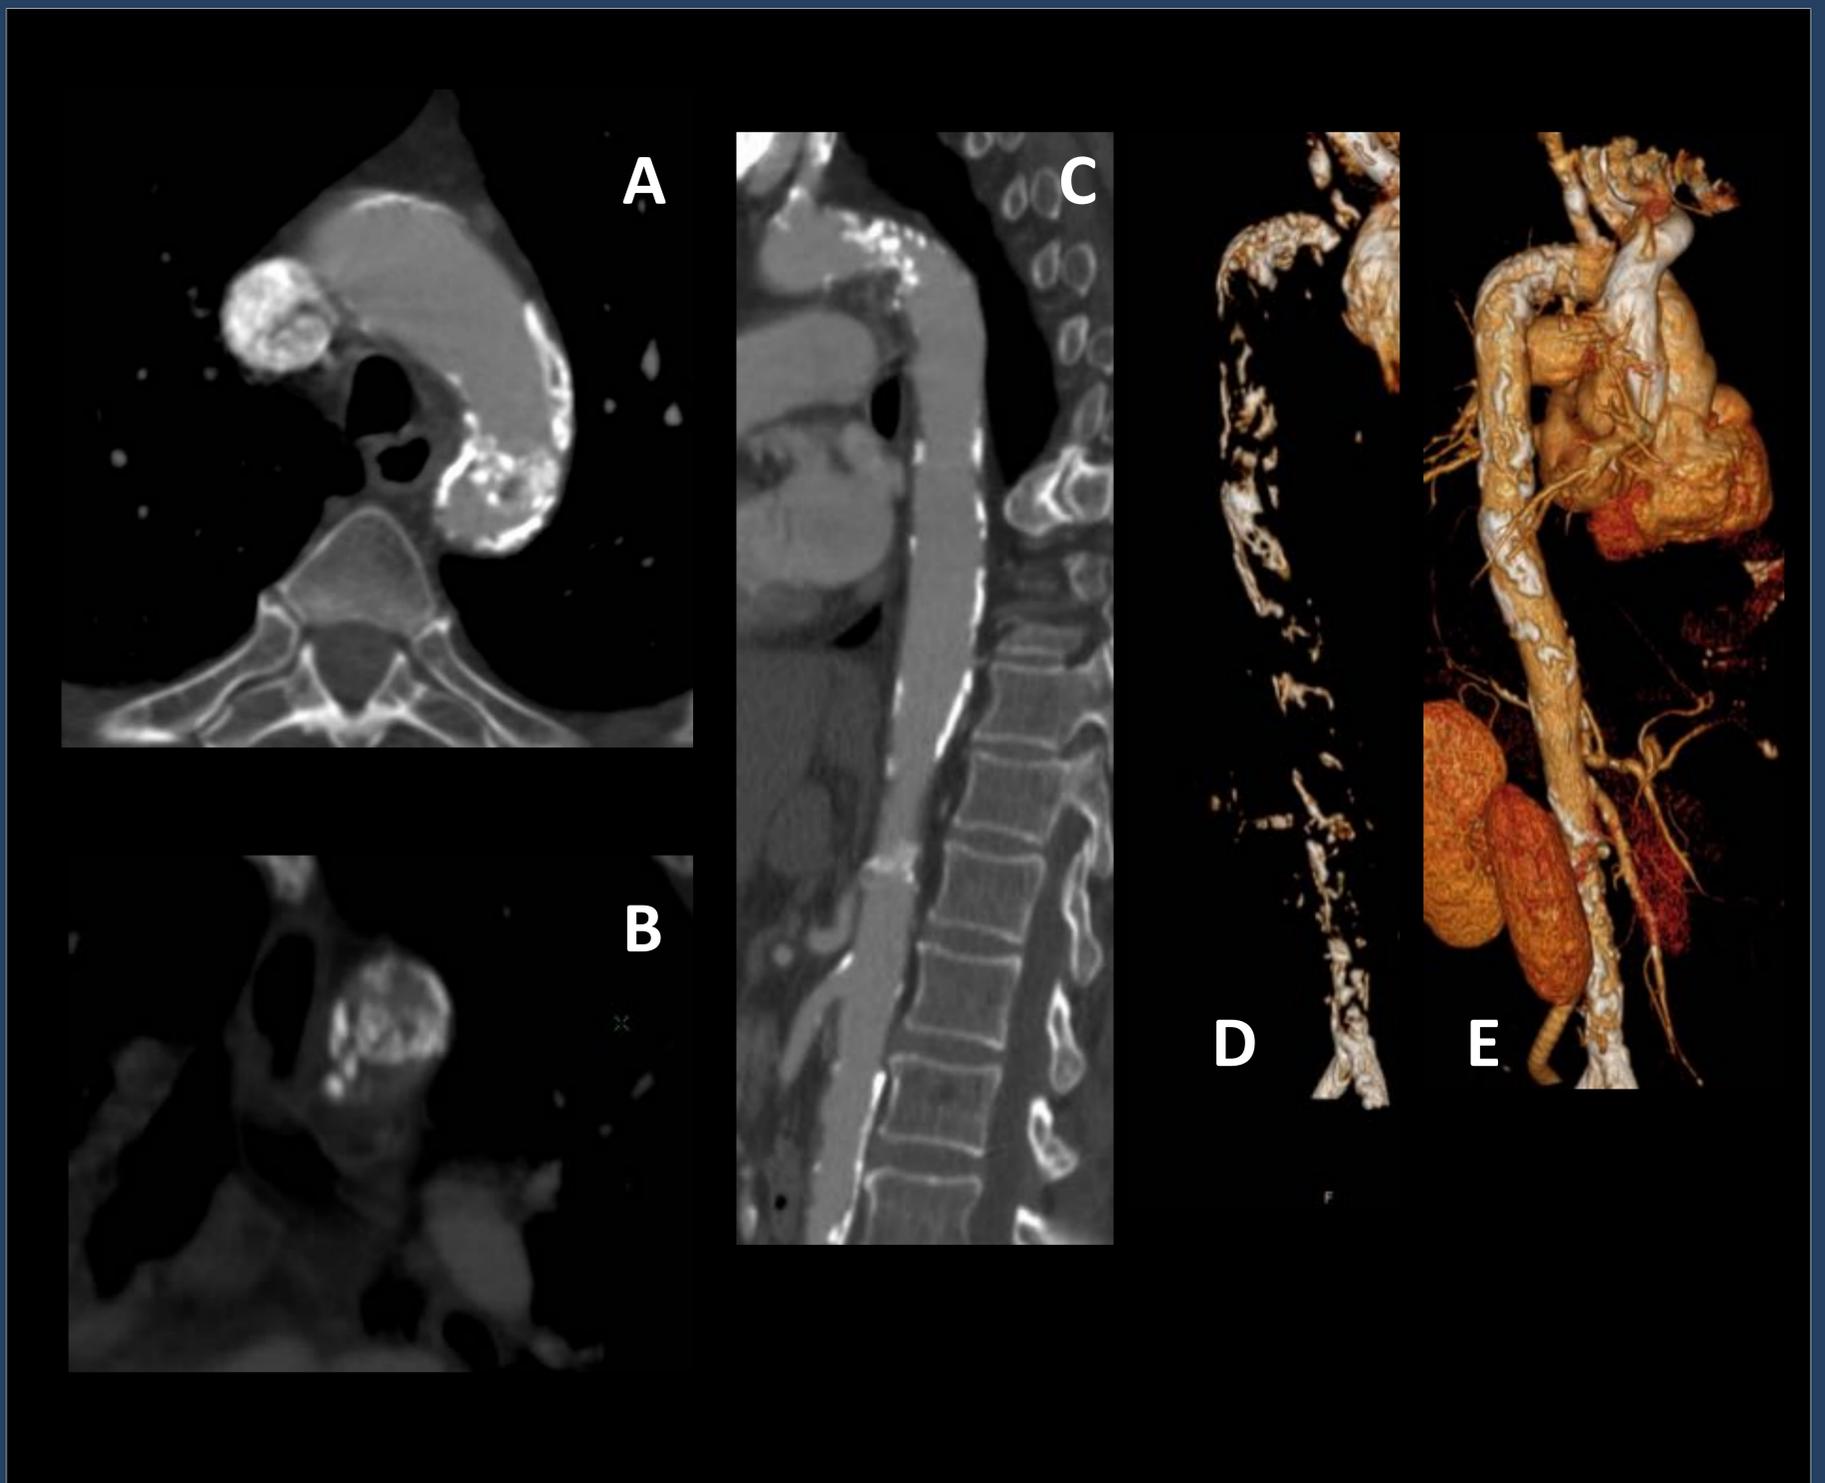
Aorta en barrera de coral . A,B, C, D: TC RMP axial, sagital y coronal con contraste intravenoso. Marcadas calcificaciones de la pared aórtica con prolongaciones serpiginosas e irregulares hacia su luz. D y E: TC 3D volume rendering con visualización del árbol vascular y las calcificaciones.
